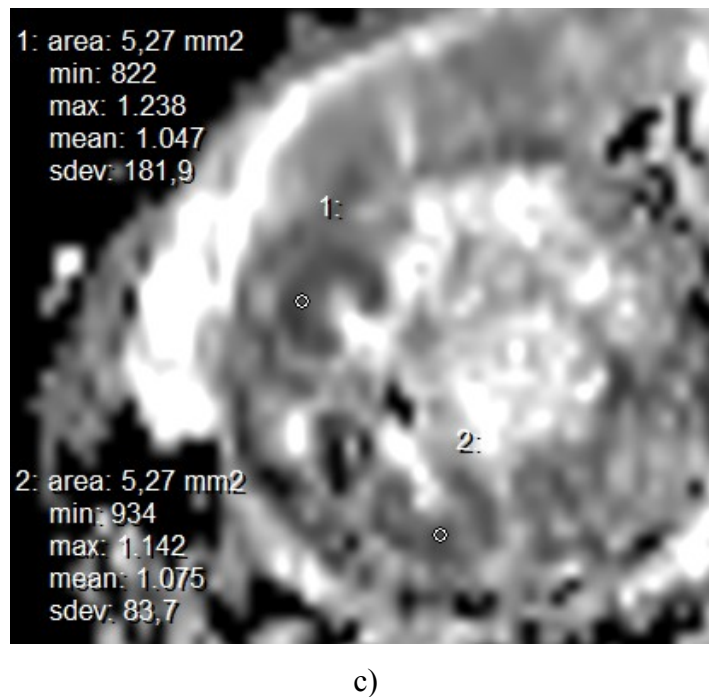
DWI - Sequenzen: a) $b = 0 \text{ s/mm}^2$, b) $b = 700 \text{ s/mm}^2$, c) ROI – Platzierung und ADC – Ausmessung bei $b = 0, 700 \text{ s/mm}^2$.
